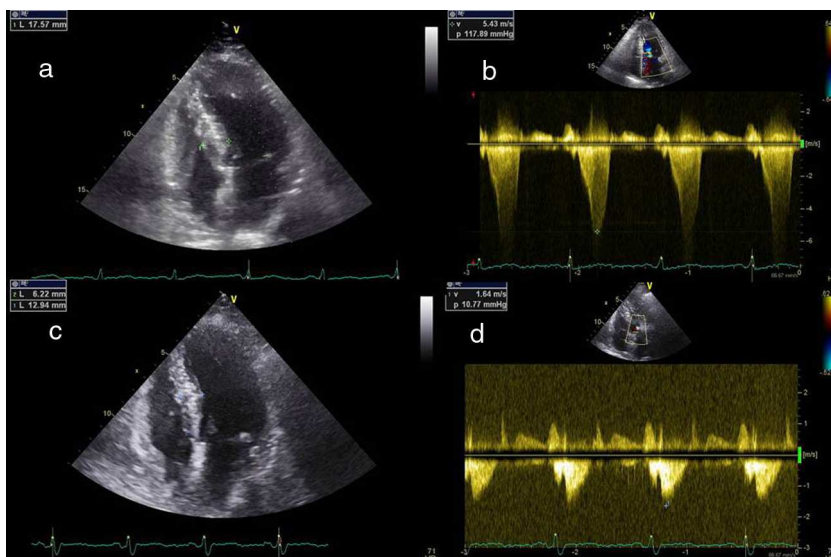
Resultados ecocardiográficos após três meses. a) Ecocardiografia transtorácica quatro câmaras prévia à intervenção. b) Doppler contínuo mostrando gradiente subaórtico prévio à intervenção. c) Ecocardiografia transtorácica quatro câmaras, três meses após a intervenção, mostrando diminuição da espessura da porção basal do septo. d) Doppler contínuo três meses após intervenção mostrando diminuição do gradiente subaórtico.
